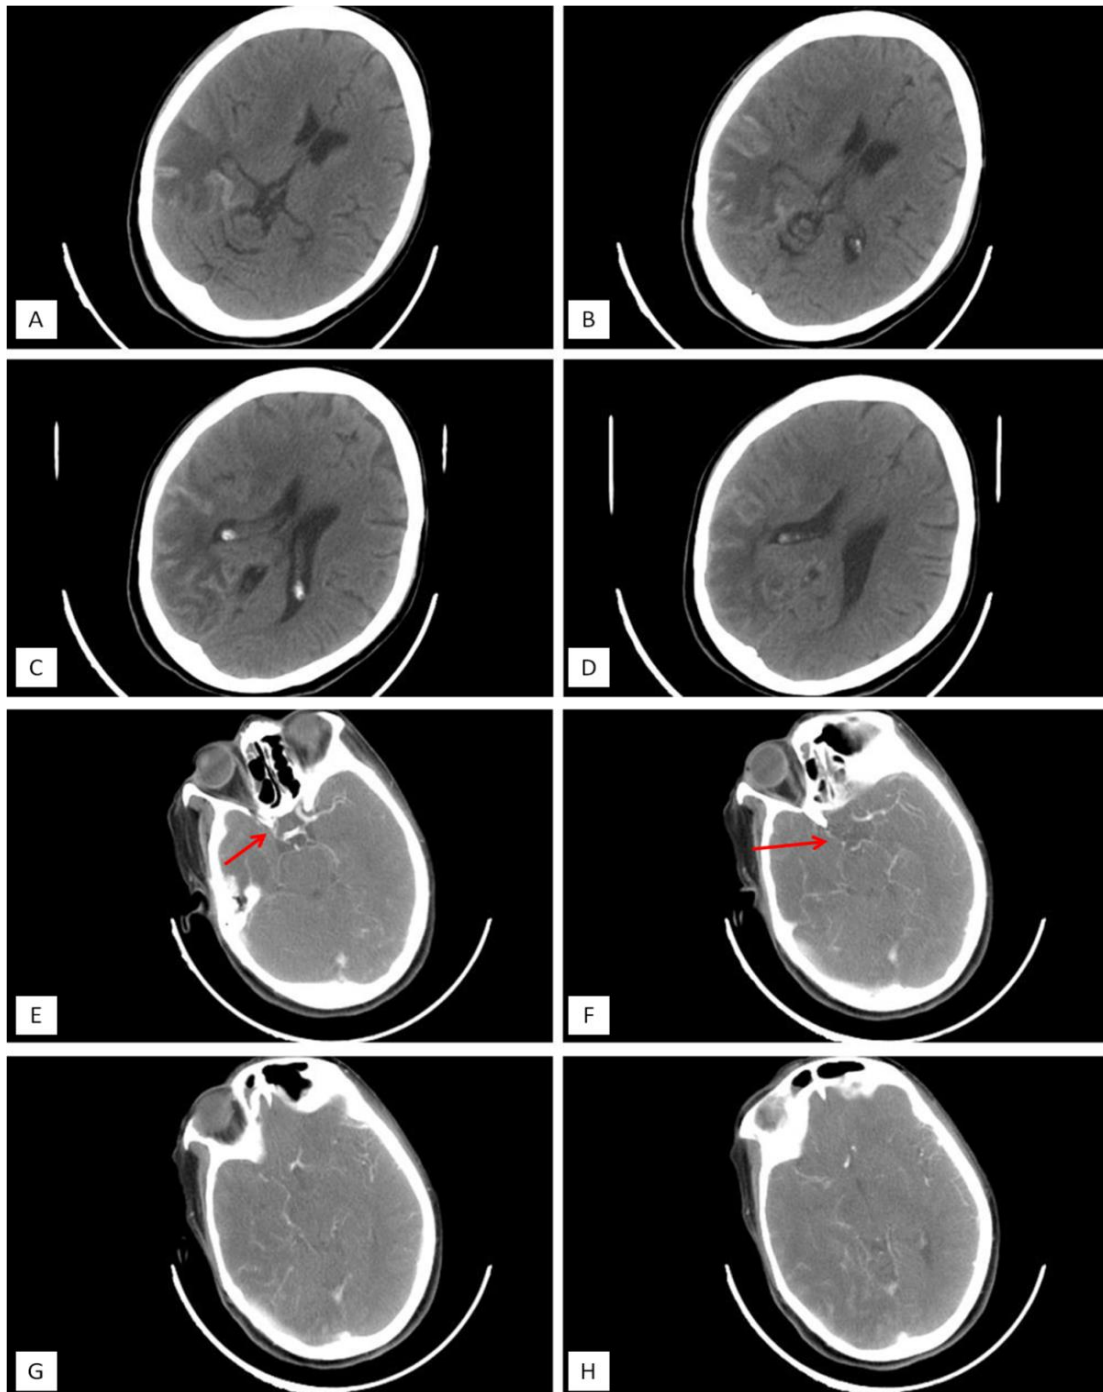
La TDM cérébrale sans injection de PDC montre une plage hypodense temporo-pariétale droite systématisée, en faveur d'un AVCI sylvien droit (coupes axiales : A, B, C, D). L'Angioscanner cérébral (coupes axiales : E, F, G, H) montre une réduction du calibre de la carotide droite (flèches rouges) arrêtée au niveau de la carotide interne intracrânienne avec absence d'individualisation des segments proximaux de l'ACA et de l'ACM droite.
